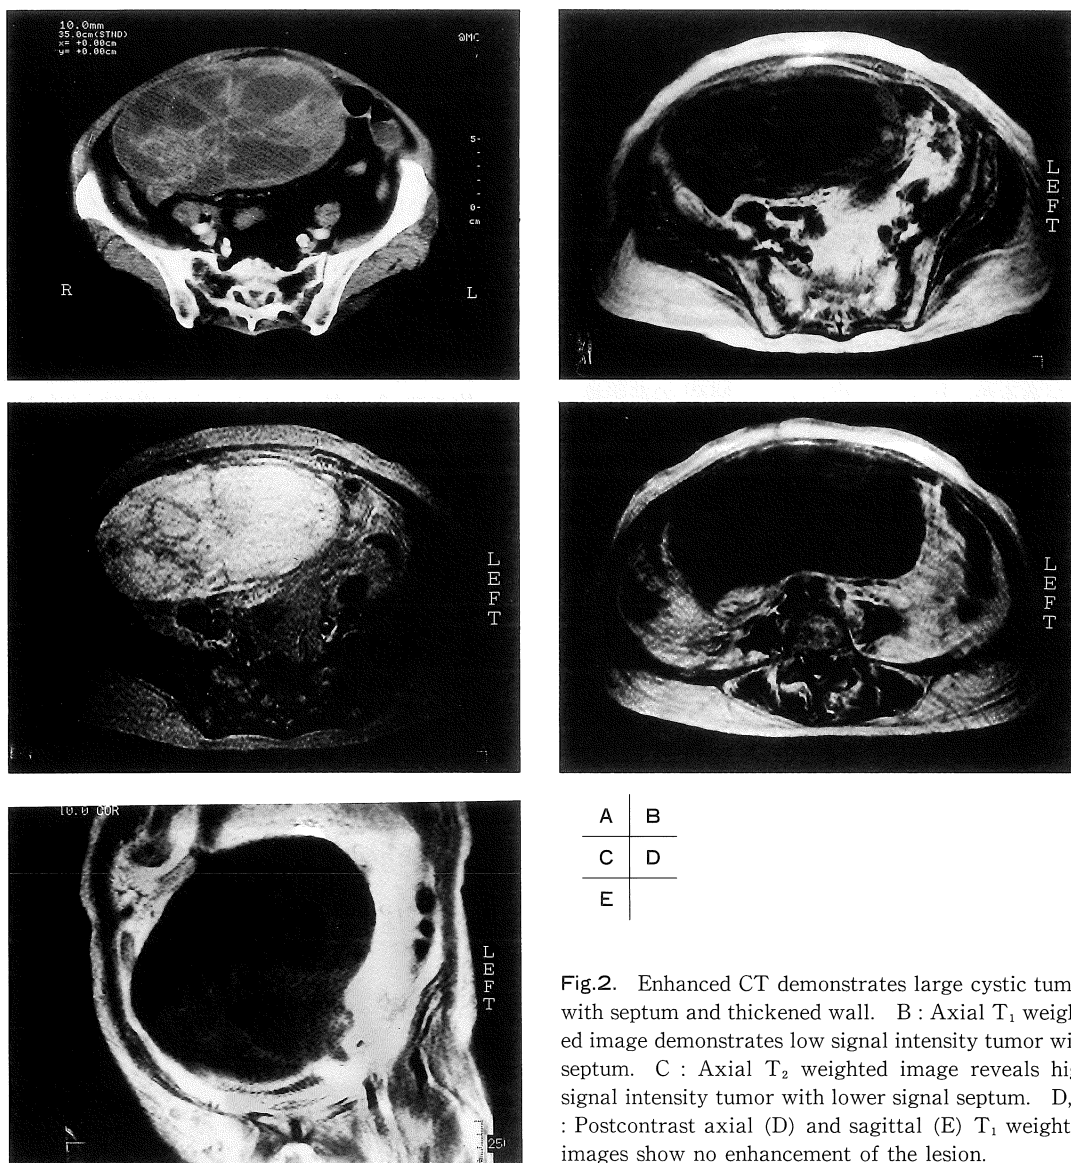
Enhanced CT demonstrates large cystic tumor with septum and thickened wall. B : Axial T₁ weighted image demonstrates low signal intensity tumor with septum. C : Axial T₂ weighted image reveals high signal intensity tumor with lower signal septum. D, E : Postcontrast axial (D) and sagittal (E) T₁ weighted images show no enhancement of the lesion.
